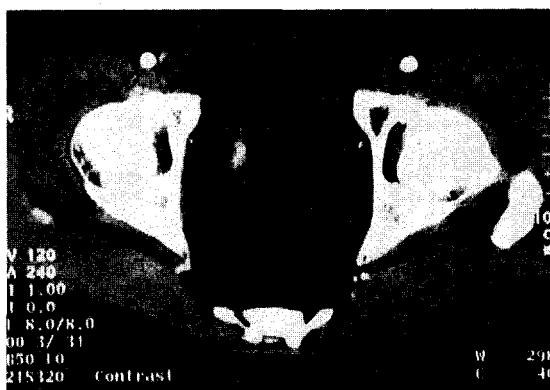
Pelvic CT with enhancement shows round and broad based mass lesion on the right lateral wall of the bladder. Bladder muscle invasion is suspected.
